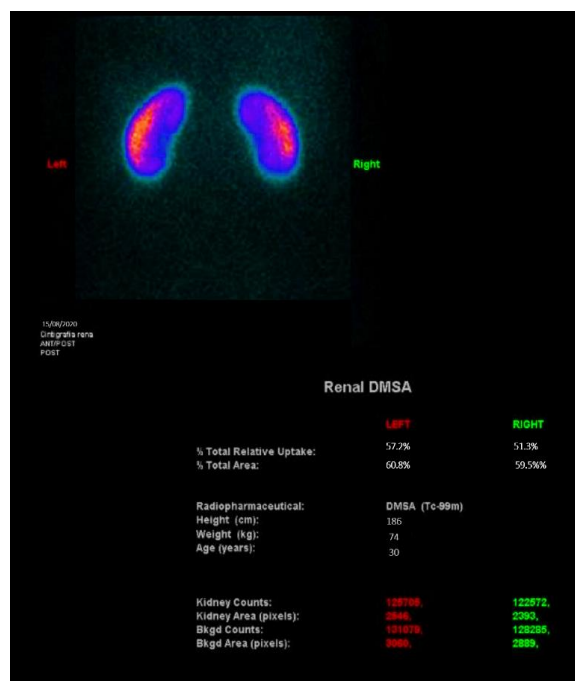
IMAGEN A. SPECT renal con DMSA: Ambos riñones tienen una adecuada captación cortical del radiofármaco.
